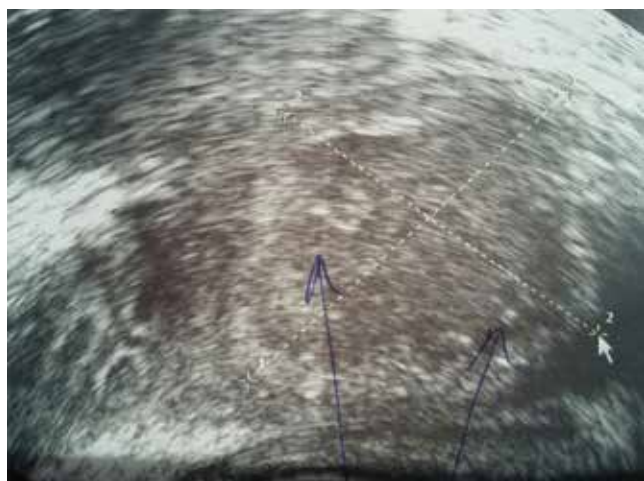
УЗИ: каверна предстательной железы
